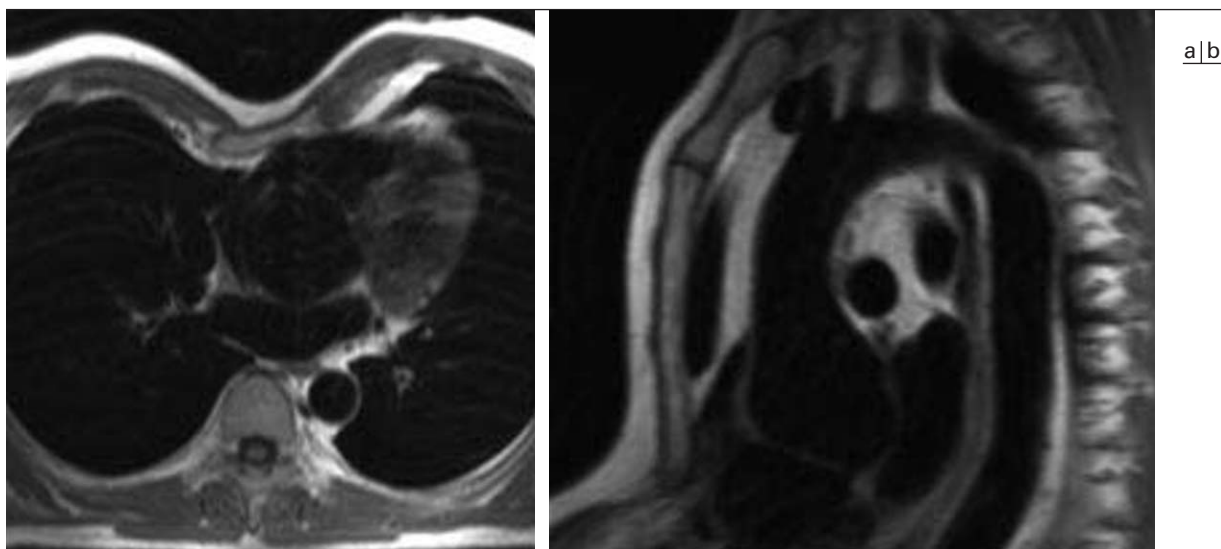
Anévrisme de la racine aortique. Suivi systématique par IRM d'un anévrisme fusiforme de la racine de l'aorte chez un patient souffrant d'une maladie de Marfan.
